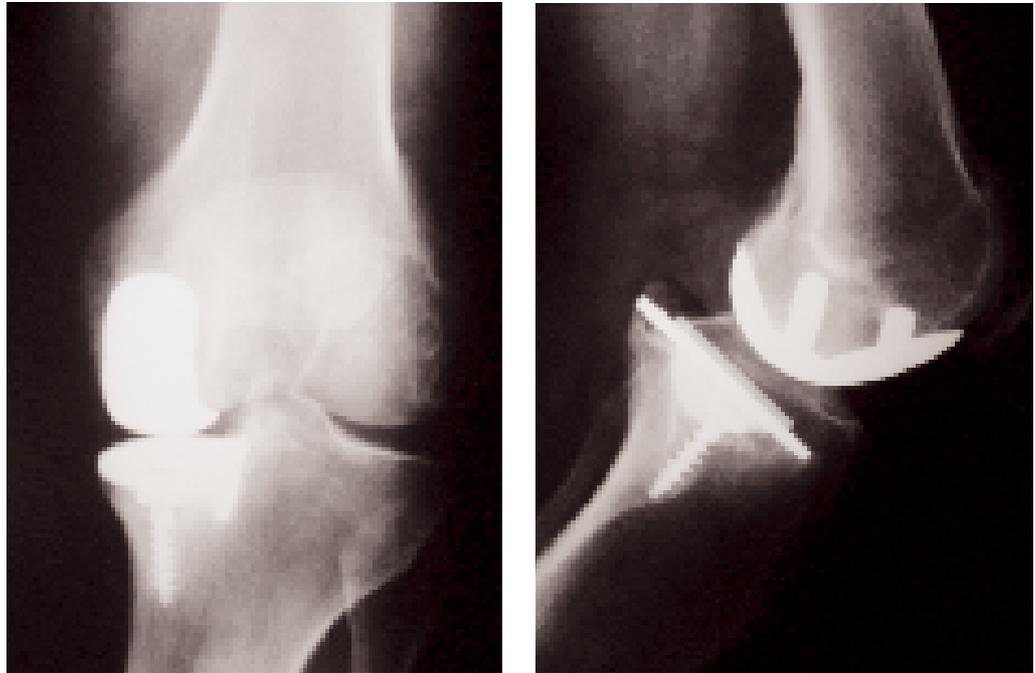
Radiografía AP y L del implante a los 12 meses de evolución.
